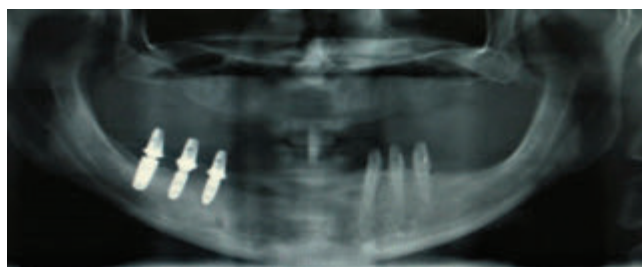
Panoramic X-rays before treatment and after 9 years of loading
